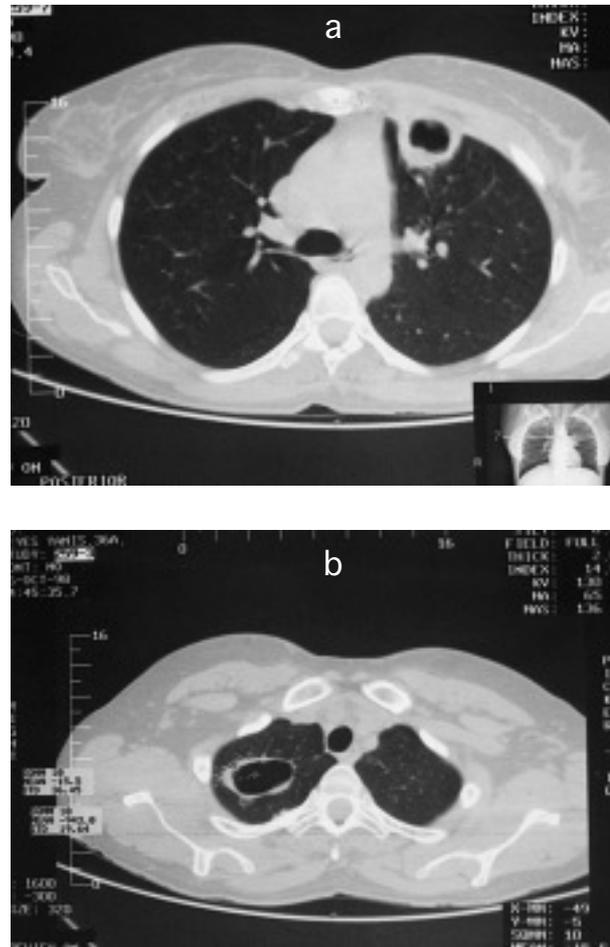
Tomografía computarizada (TC) de tórax. a) Lesión cavitaria en vértice del pulmón derecho; b) lesión cavitaria en la región parahiliar del pulmón izquierdo.
